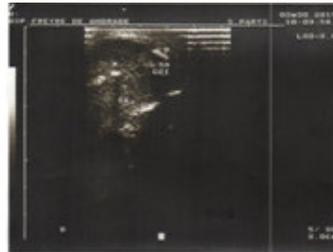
Ultrasonido del pene.
